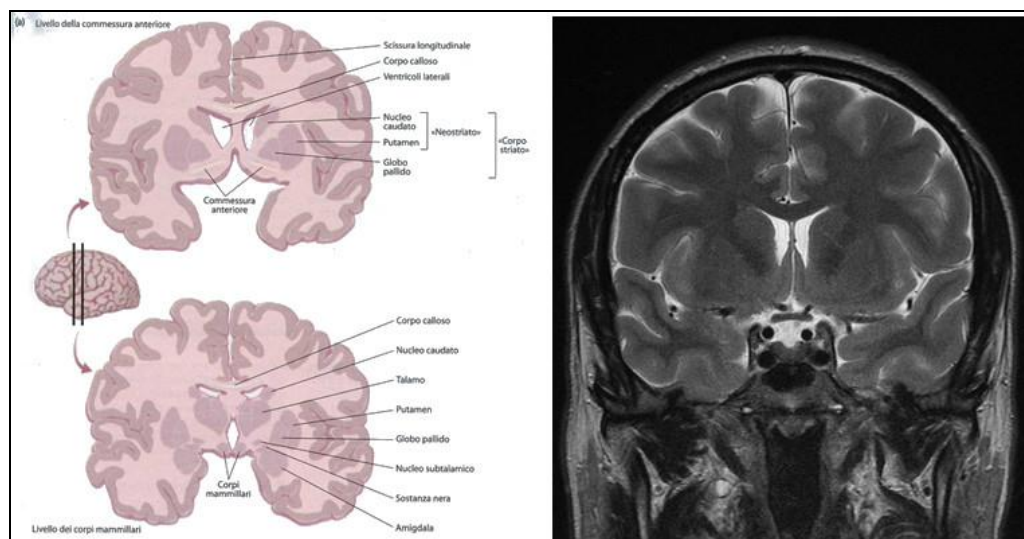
a) disegno e immagine RM b) di una sezione coronale dell'encefalo
